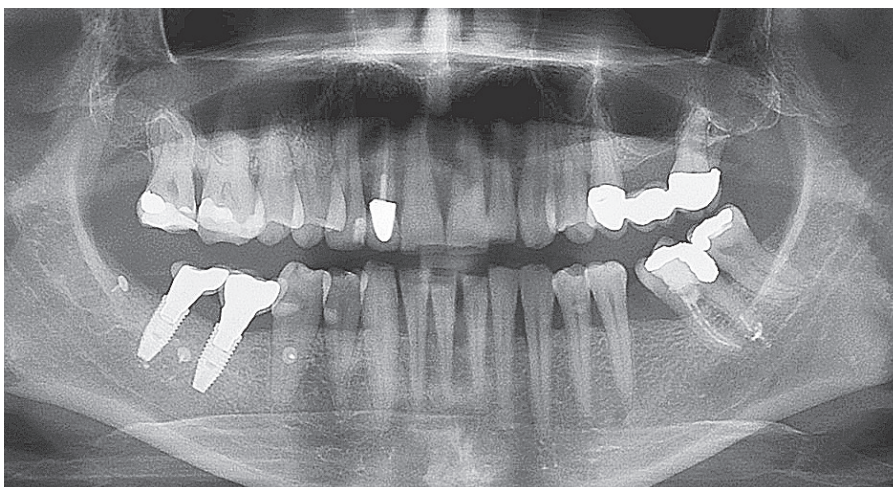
Röntgenkontrolle nach Eingliederung des definitiven Zahnersatzes.
